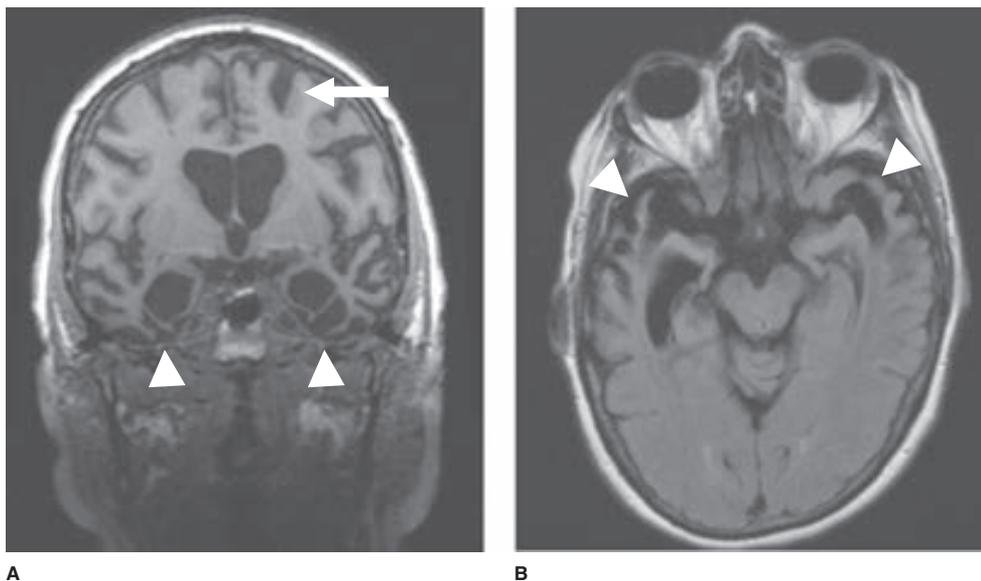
Imágenes por resonancia magnética (IRM) FLAIR axial (A) y coronal (B) en la demencia frontotemporal, en las cuales se aprecia atrofia regional de los lóbulos frontales (flecha) y temporales (puntas de flecha). (Cortesía de J. Handwerke.)
